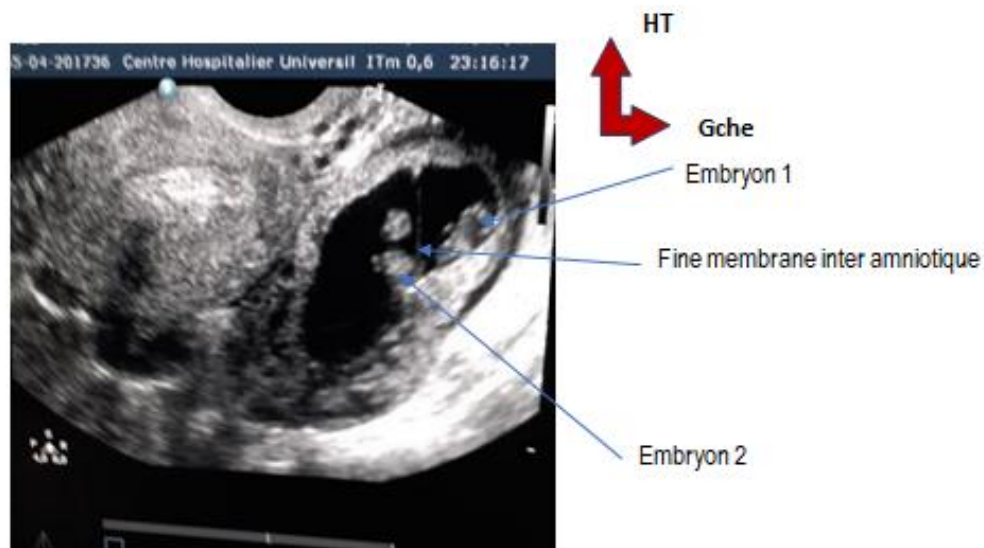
Coupe frontale organes pelviens échographie endovaginale. Un GEU gémellaire évolutive.
